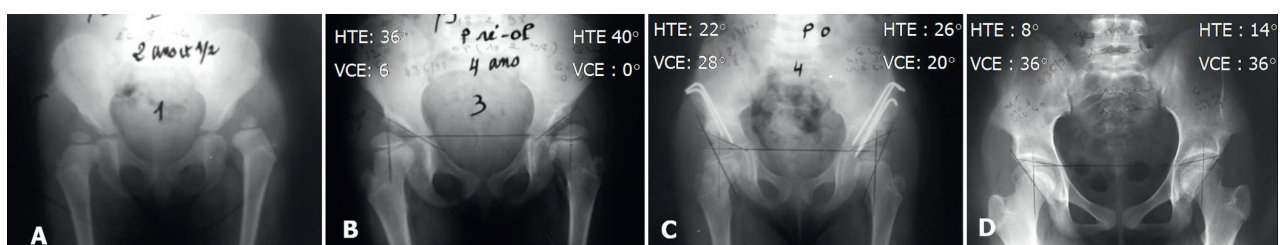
A : Fille de 2 ans 1/2, luxation bilatérale de hanche, traitée par traction. B : Radiographie à 4 ans montrant la persistance de la dysplasie des hanches. C : Ostéotomie bilatérale de Salter. D : Excellent résultat clinique et radiologique au recul de 6 ans.
